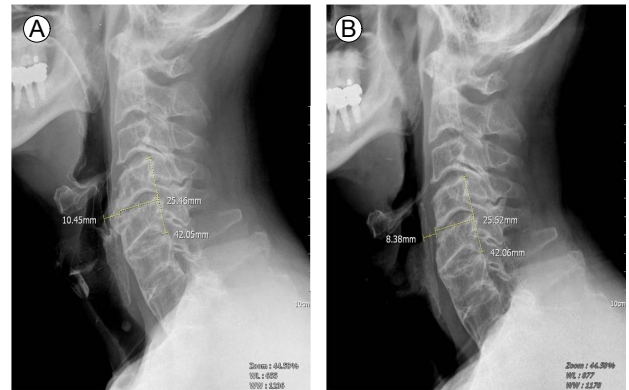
Sequential c-spine X-ray images (A, preoperative and B, postoperative) showed decompression of the laryngopharynx. The distance between the anterior vertebral line of C4, 5 and the larynx had been shortened after the partial corpectomy (from 10.4 to 8.4 mm).
